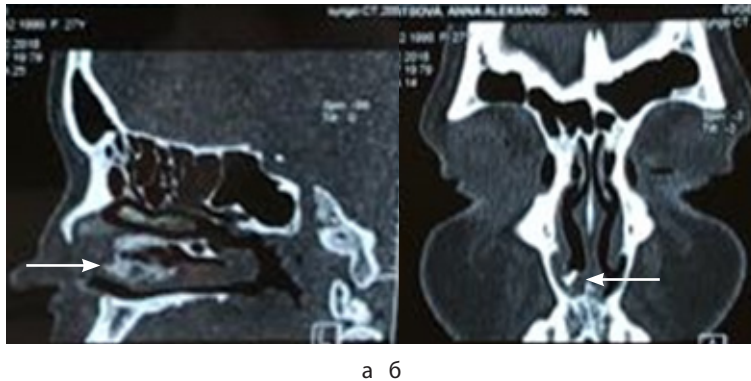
КТ черепа больной О., 21 год: а - сагиттальная проекция; б – фронтальная проекция (инородное тело полости носа)
